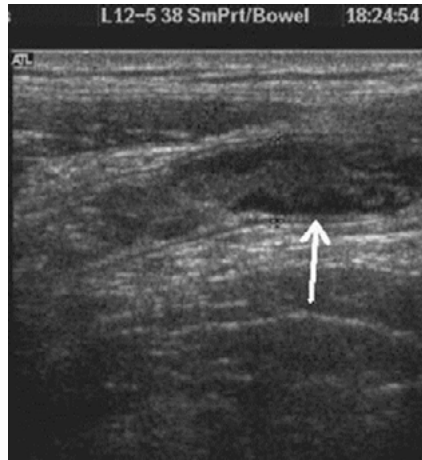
Ecografía de un apéndice anormal, no compresible, con pared engrosada (diámetro máximo de 0,8cm.) Fuente: Rosendahl K., et al., Eur Radiol, 2004; Suppl4:L138-45. Reproducida bajo licencia de Springer Nature.
